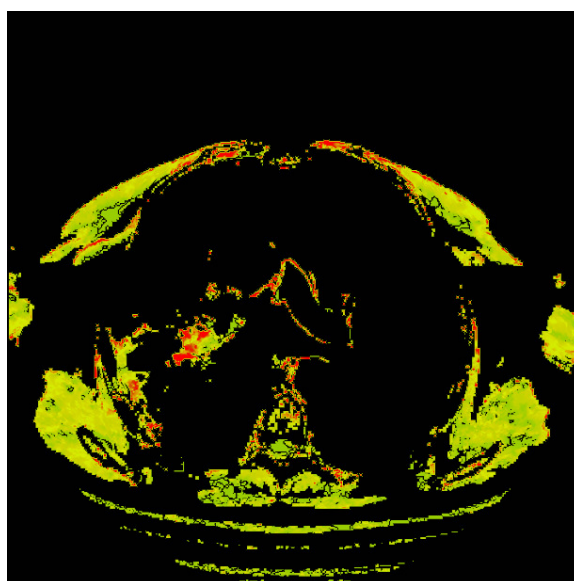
Перфузионная карта пациента с мелкоклеточным раком легкого, отображающая скорость кровотока (BF)
